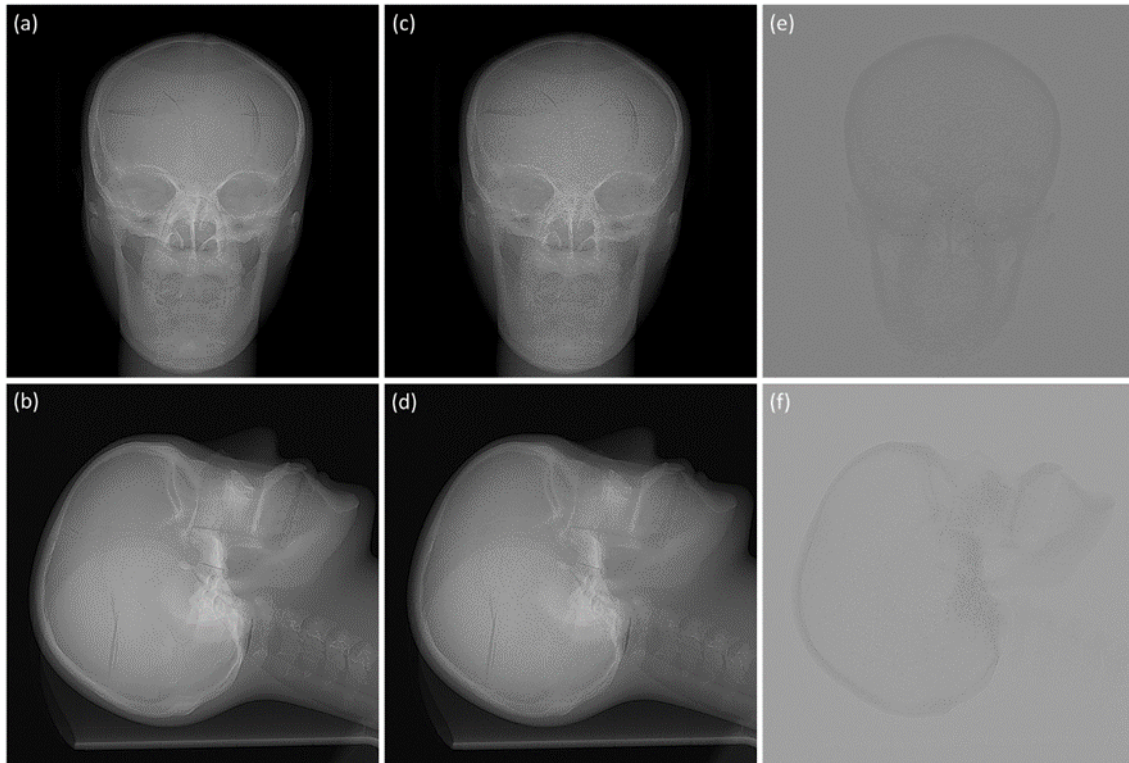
Cu フィルタを用いた頭部 AP および LAT 撮影によって得られた撮影用人体ファントムの CT 位置決め画像 (a, b), Ag フィルタを用いた頭部 AP および LAT 撮影によって得られた CT 位置決め画像 (c, d), Cu フィルタ使用時の画像と Ag フィルタ使用時の画像のサブトラクション画像 (e, f)。Ag フィルタ使用時は、Cu フィルタ使用時と比べて、画像ノイズの増加が認められた。
